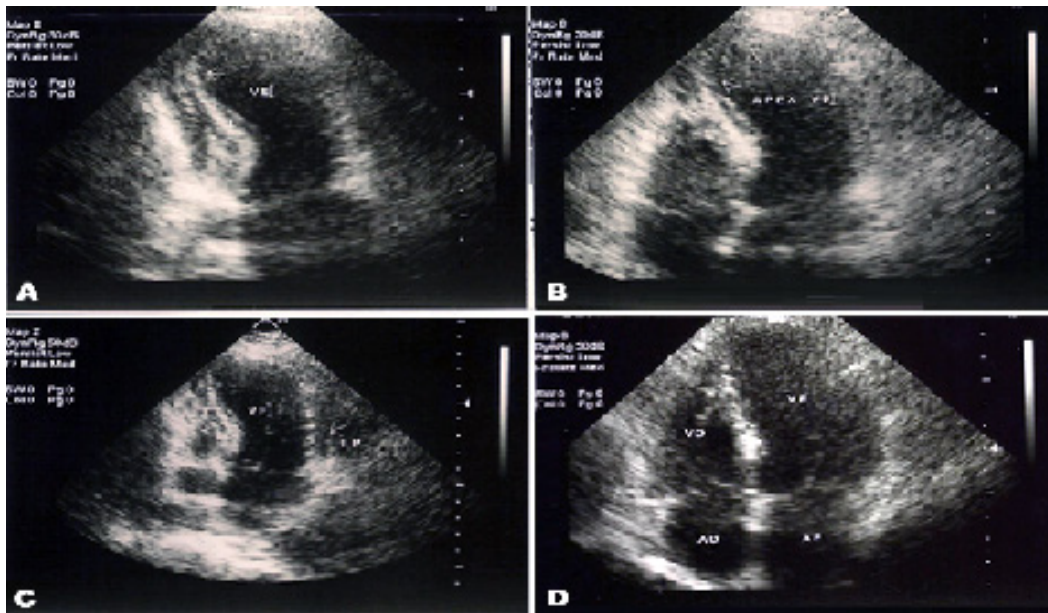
Ecodopplercardiograma realizado na admissão da paciente (A,B e C) e sessenta dias após o evento inicial (D):
